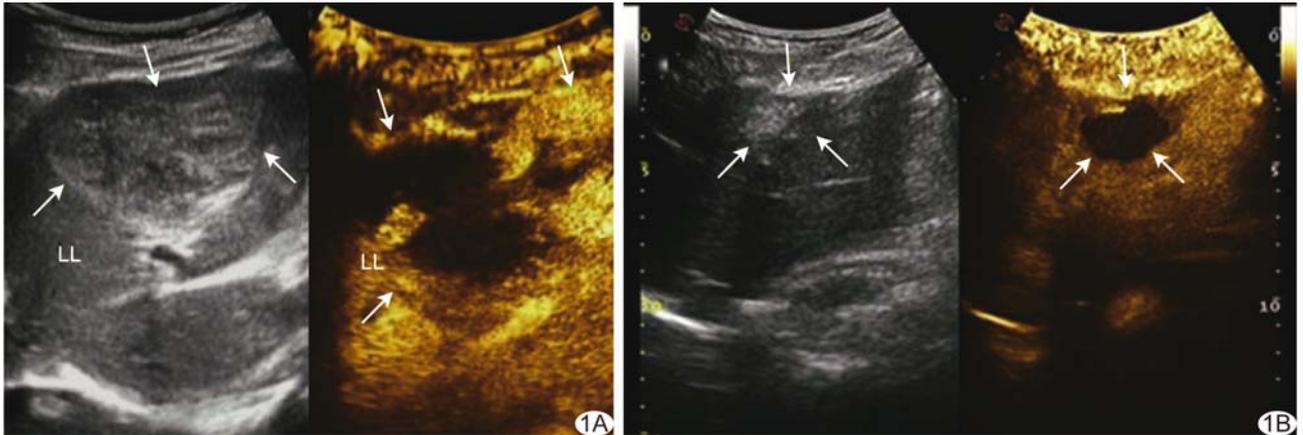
患者女,43岁,肝左叶HCH,CEUS引导RFA联合瘤体内血液抽吸治疗前后超声图像 A.治疗前灰阶超声及CEUS动脉期,瘤体周边环状结节样高增强,瘤体容积69.6 ml; B.治疗后3个月灰阶超声示瘤体明显缩小,呈稍高回声,CEUS动脉期示瘤体无造影剂灌注,血供完全消失,瘤体容积16.4 ml (箭示瘤体;LL:肝左叶)
